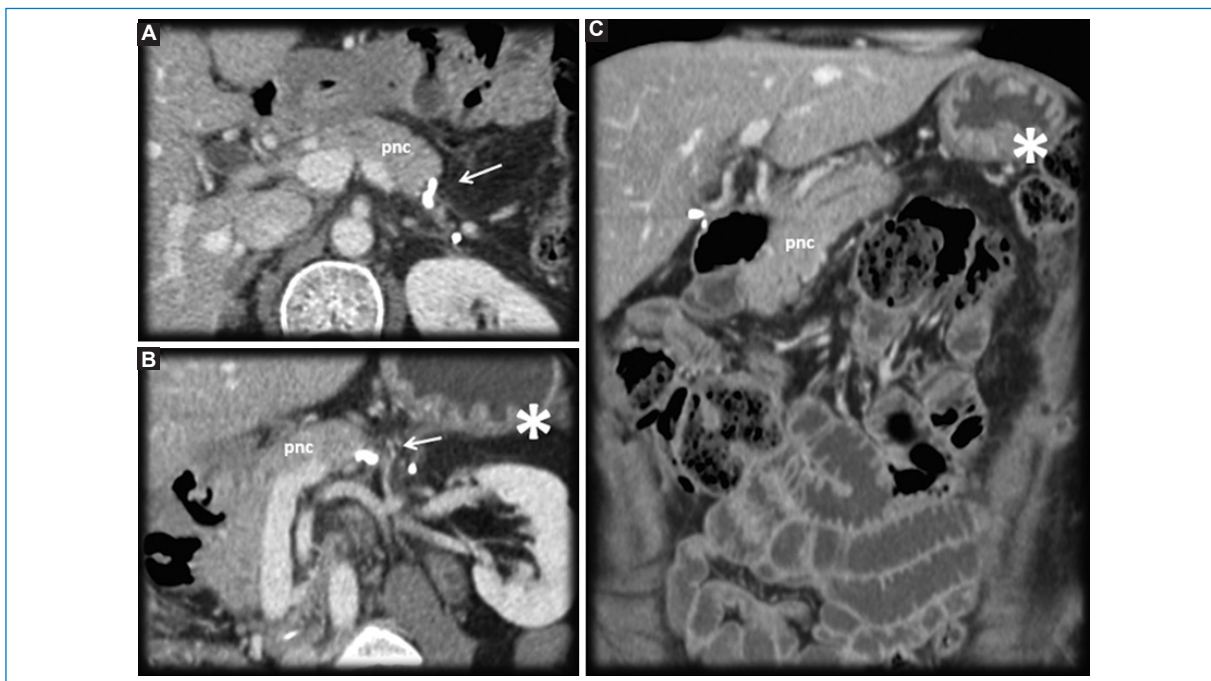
Paciente de sexo femenino, de 44 años. Antecedente de neoplasia neuroendocrina de páncreas distal. Cambios posquirúrgicos de pancreatometomía distal con esplenectomía. TC en fase venosa. A: corte axial. B: MPR sagital oblicuo. C: MPR coronal. A y B: pancreatometomía distal (flecha). B y C: esplenectomía (asterisco). pnc: páncreas.
